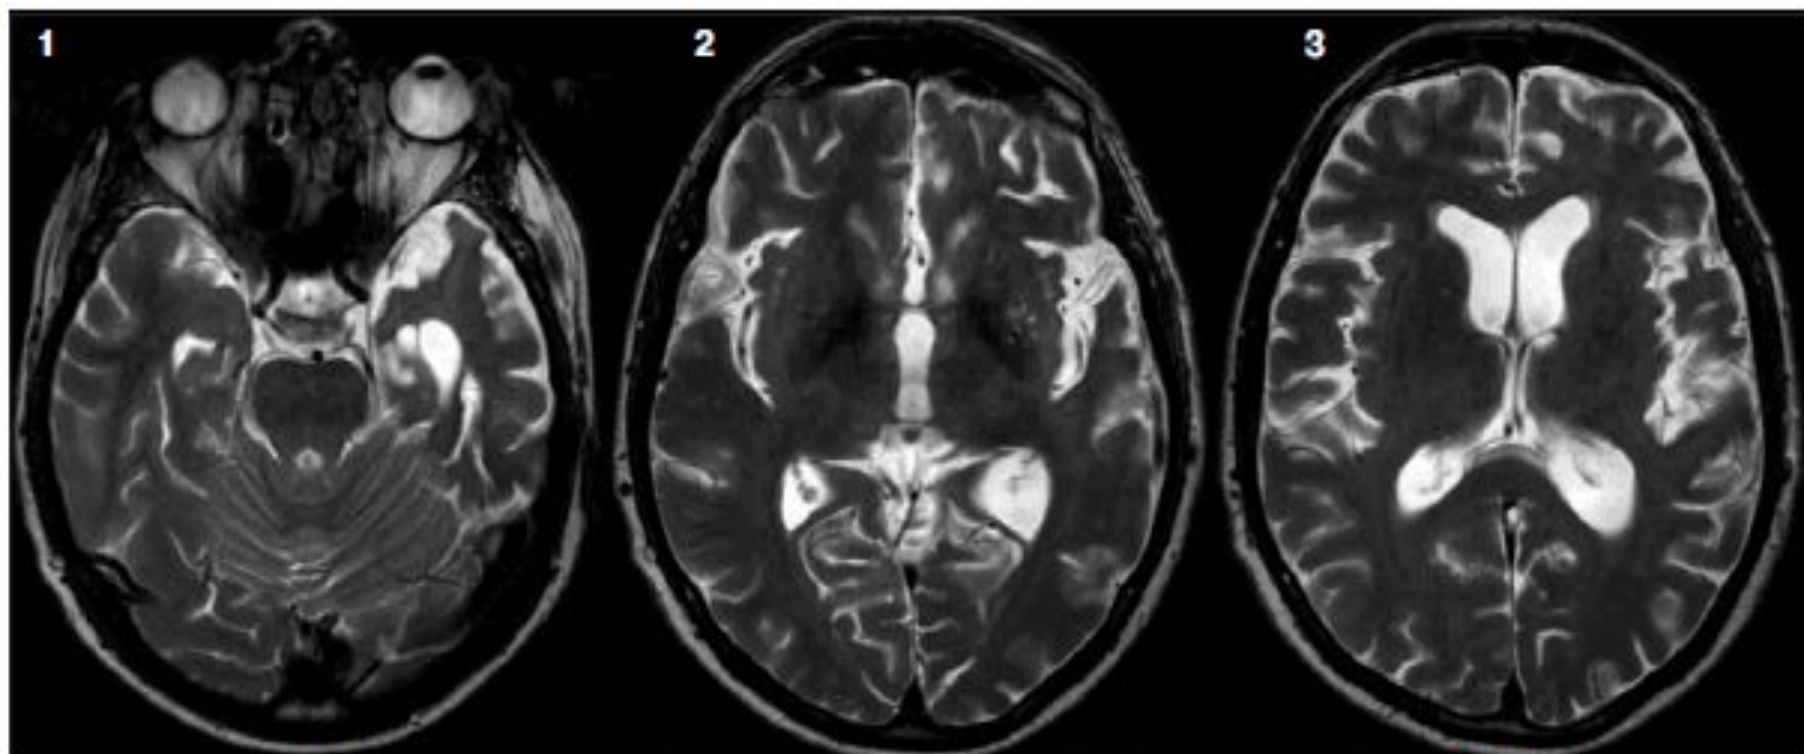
МРТ больной С. 48 лет. Поздний нейросифилис: спинная сухотка с психическими нарушениями. T2-ВИ.
